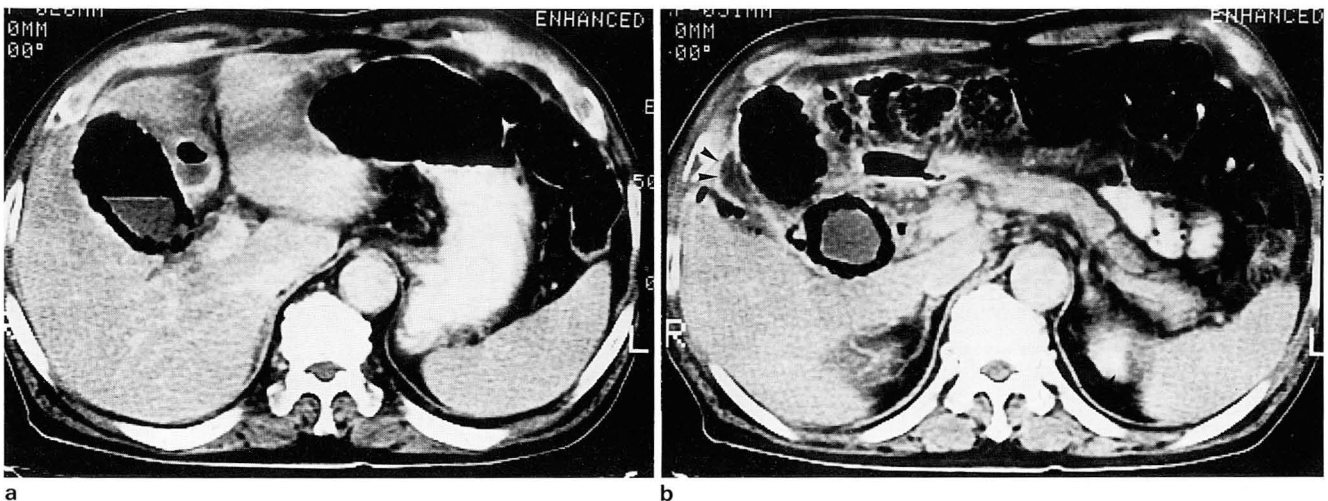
a. Contrast enhanced CT scan shows air-fluid level within the gall bladder and intramural gas encircling the entire gallbladder wall, characteristics of emphysematous cholecystitis. b. CT scan at low level below (a) shows some amount of fluid collection (arrow) in pericholecystic space indicating pericholecystic abscess formation.
